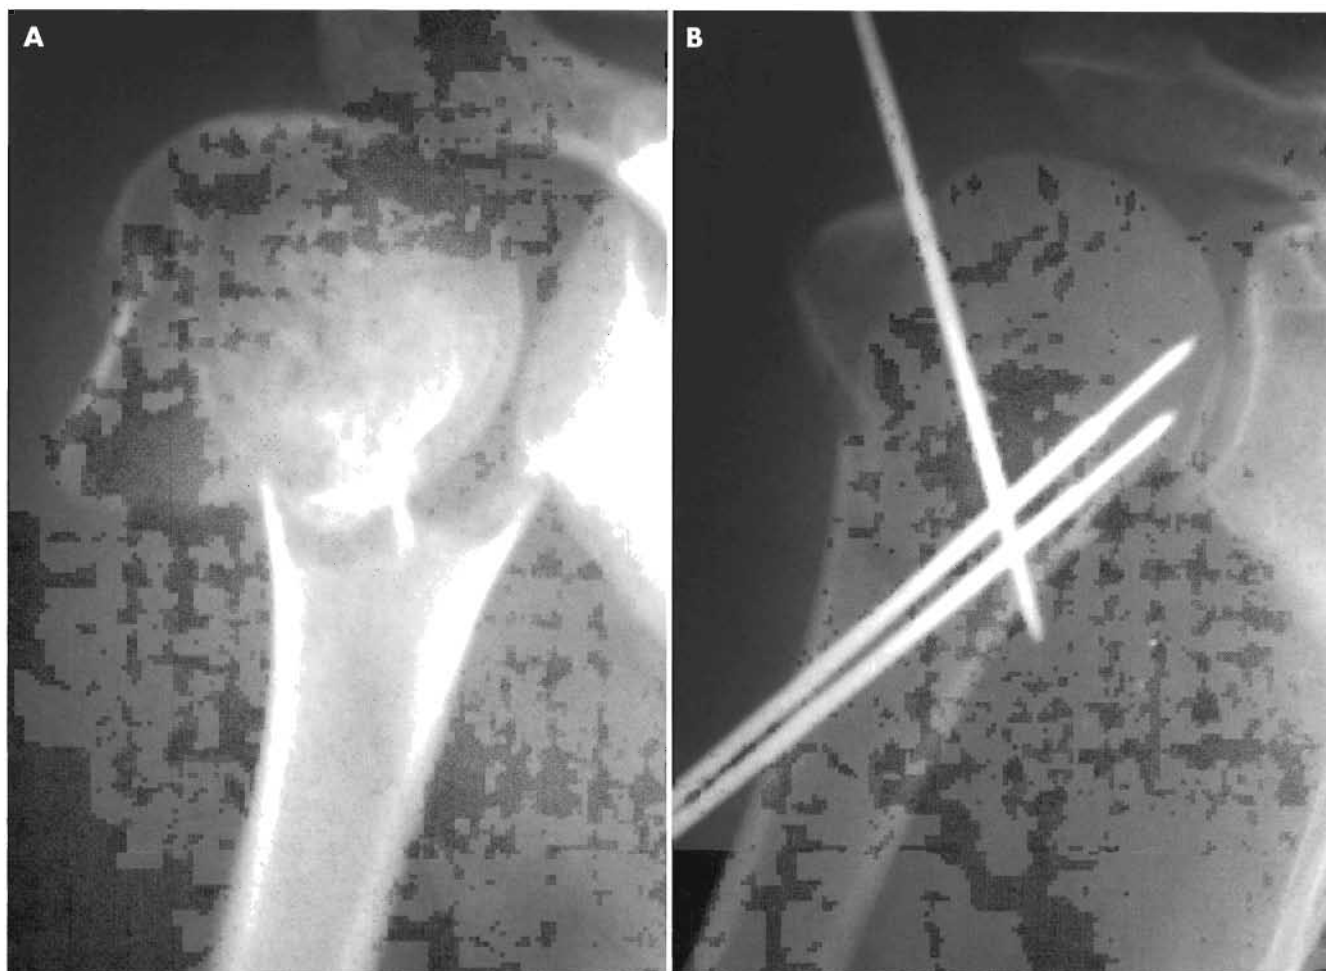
A. Radiografías simples de una fractura desplazada (angulada) de dos fragmentos, del cuello quirúrgico. B. Fue tratada con reducción cerrada y agujas percutáneas.
